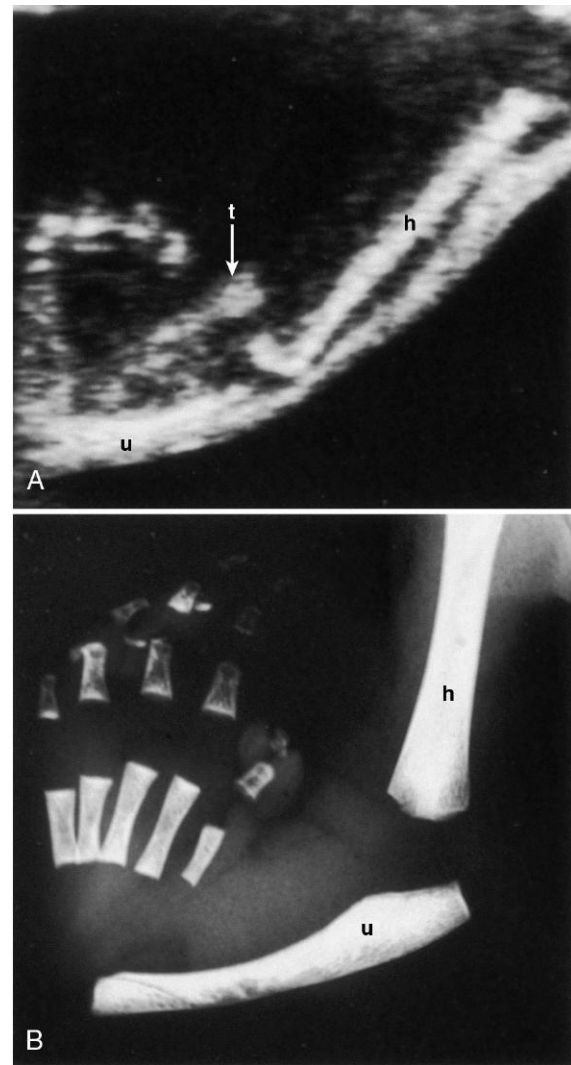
Hemimelia radial (ausencia del radio) en un feto de 27 semanas. A, Ecografía que muestra un pulgar (t, flecha), pero sin radio. B, La radiografía posnatal confirma la ausencia del radio. h, húmero; u, ulna. (De Nyberg D y cols.: *Diagnostic ultrasound of fetal anomalies*, St. Louis, 1990, Mosby.)
